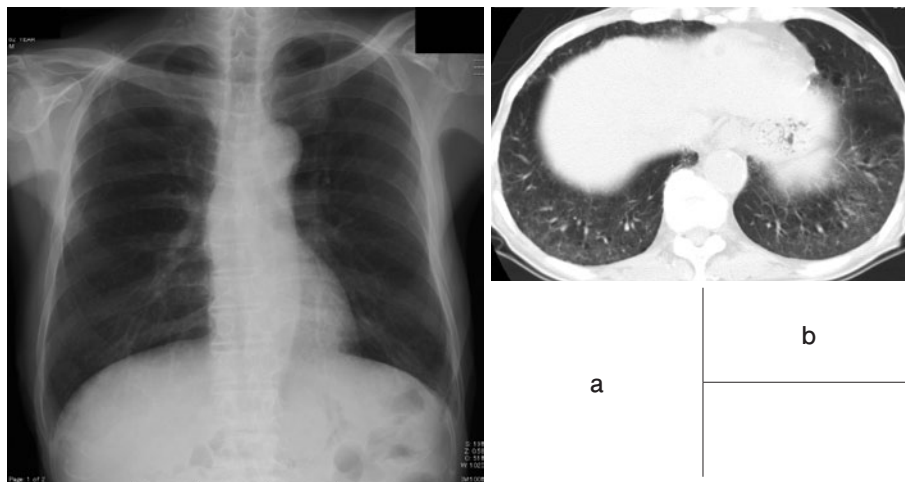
Radiological findings on admission. Chest X-ray performed on admission showed no abnormal findings (a), but chest computed tomography showed ground-glass opacities in the bilateral lower lobes (b).
